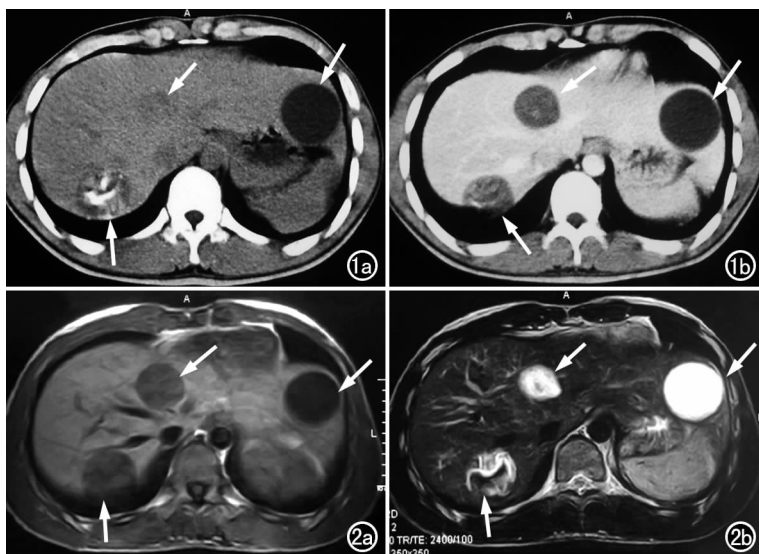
肝脏 CT。a) 平扫示肝内 3 个囊性低密度灶(箭), 左外叶病灶呈单纯囊肿状, 左内叶病灶中央可见“水上浮莲征”, 肝右叶病灶内条状钙化; b) 增强扫描示囊壁轻度强化, 囊内无强化(箭)。图 2 MRI 扫描。a) T_1 WI 示左外叶病灶呈均匀低信号(箭), 左内叶病灶亦呈低信号(箭), 且中央可见结节状中等信号影, 肝右叶病灶呈不均匀低信号(箭); b) T_2 WI 示左外叶病灶呈均匀高信号(箭), 左内叶病灶亦呈高信号, 且中央可见低信号改变(箭), 肝右叶病灶呈不均匀高信号, 中央钙化呈低信号改变(箭)。
